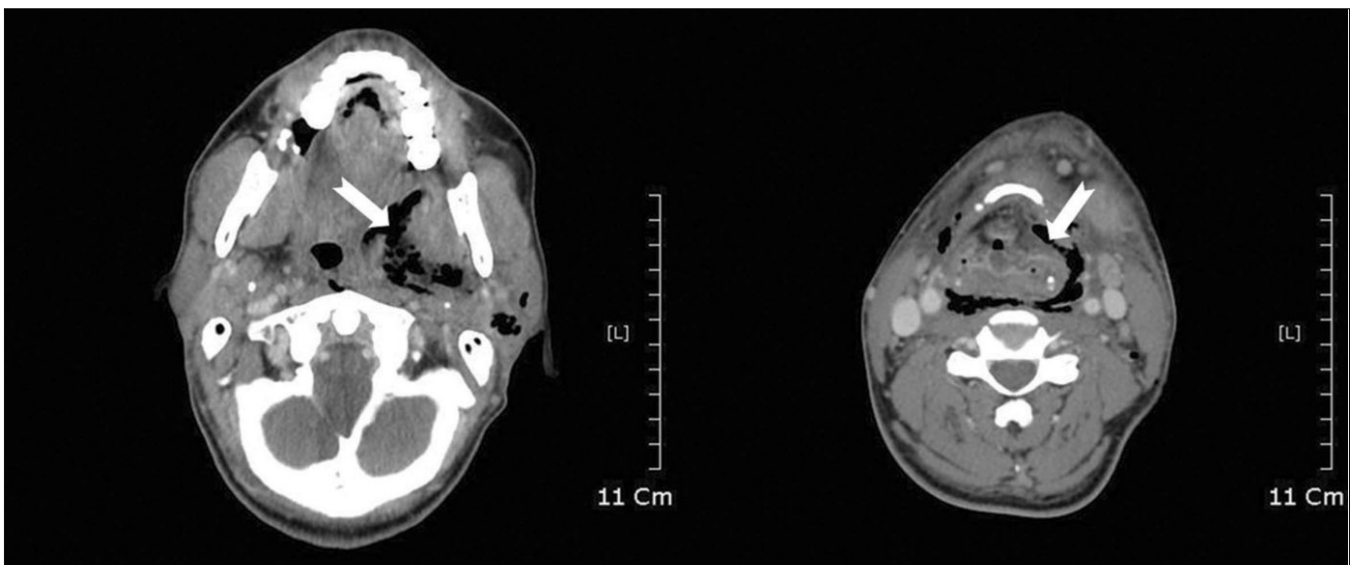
Preoperative CT image of neck. Decreased airway due to abscess formation can be noticed. (CT: computed tomography)
